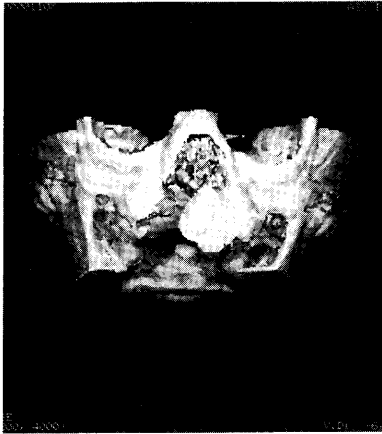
生後7ヵ月の右側唇顎口蓋裂男児の3D-CT像
